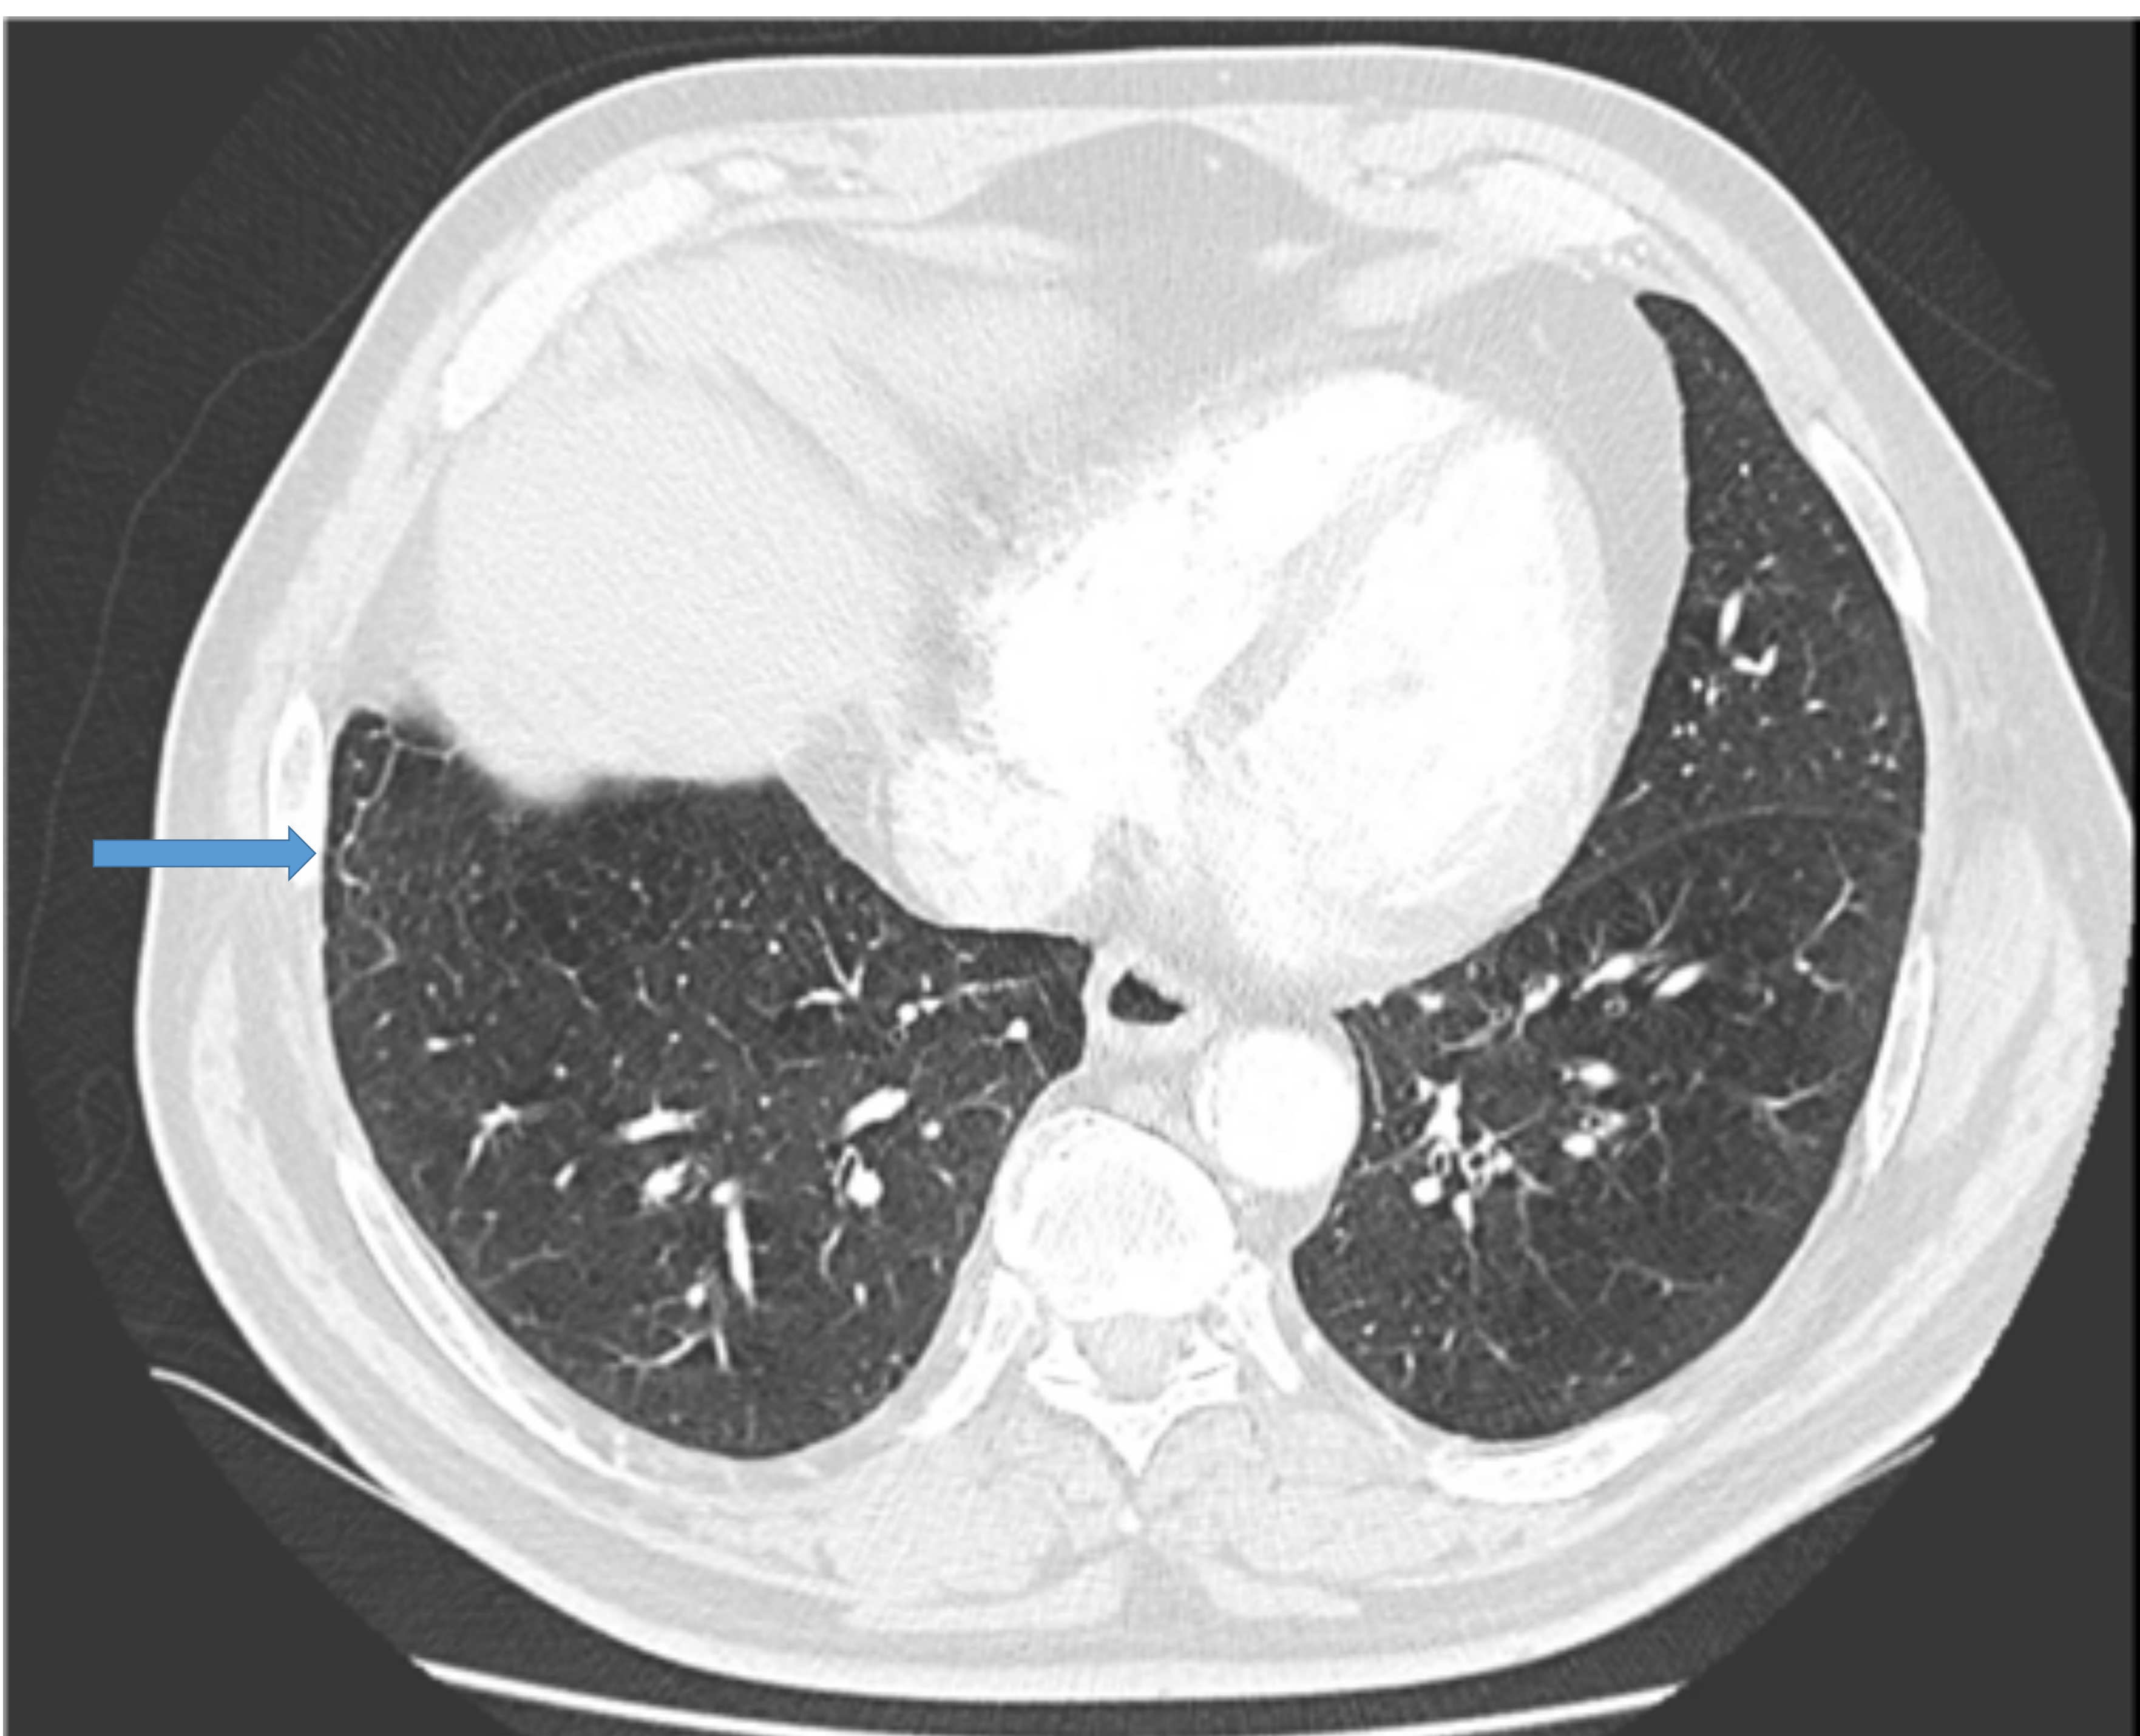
TC de tórax que muestra engrosamiento septal interlobulillar y subpleural.
